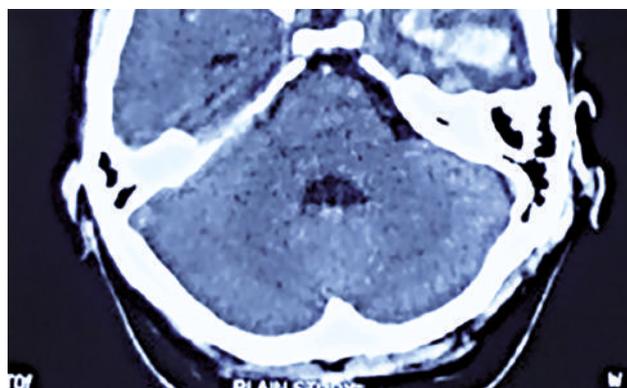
Identifying CP angle cistern dilatation on CT imaging
